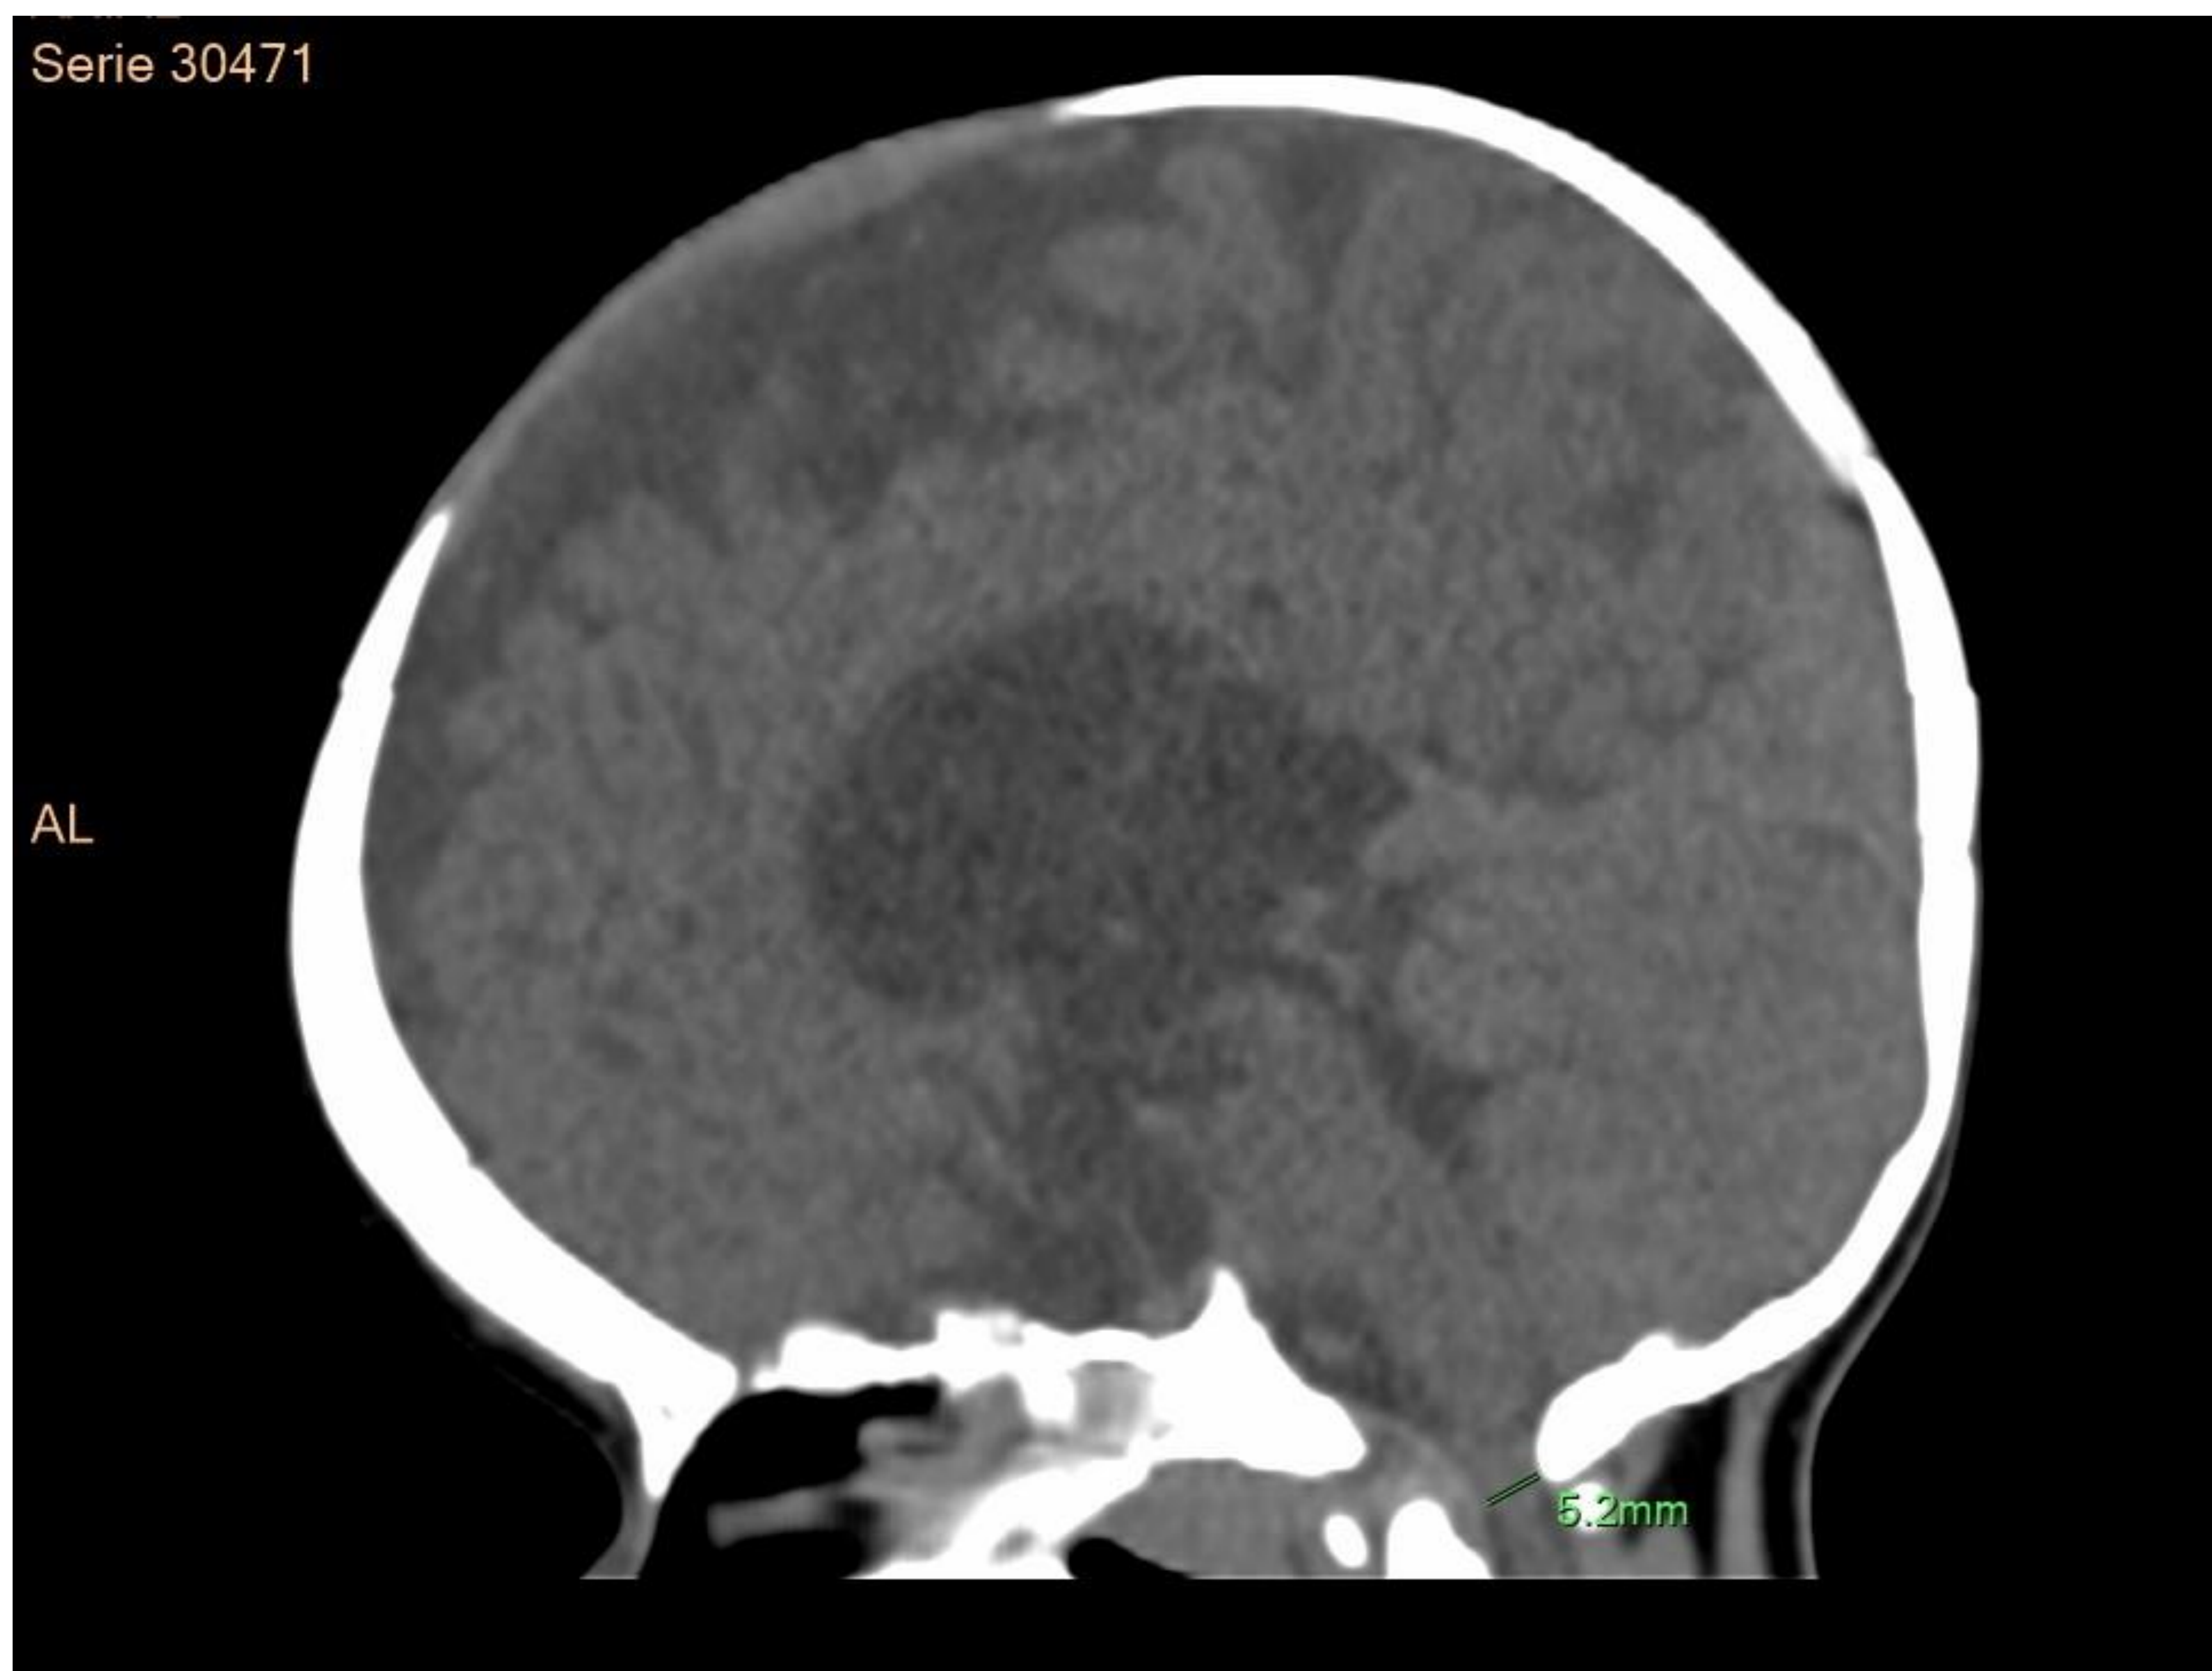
Estrechamiento del agujero magno en una imagen sagital de TC.
